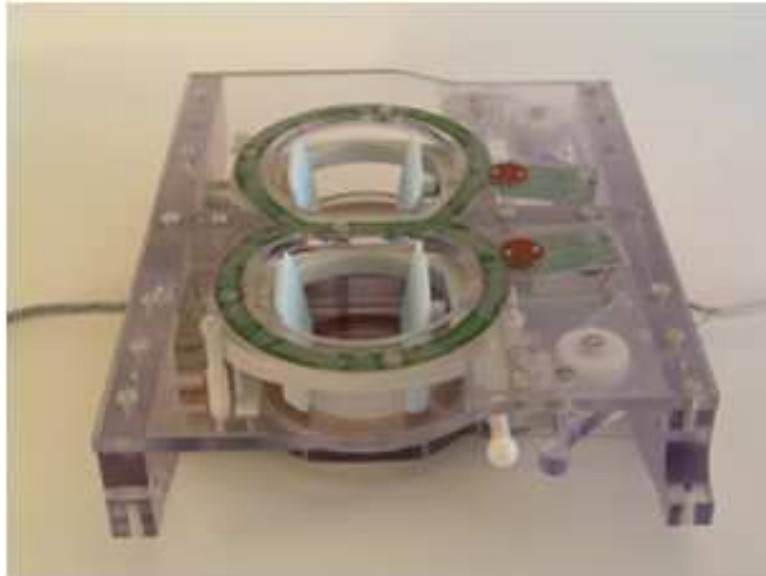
Dispositif de vibration basse fréquence du sein utilisé pour les acquisitions d'élastographie dans une IRM clinique Philips à 1.5T.
